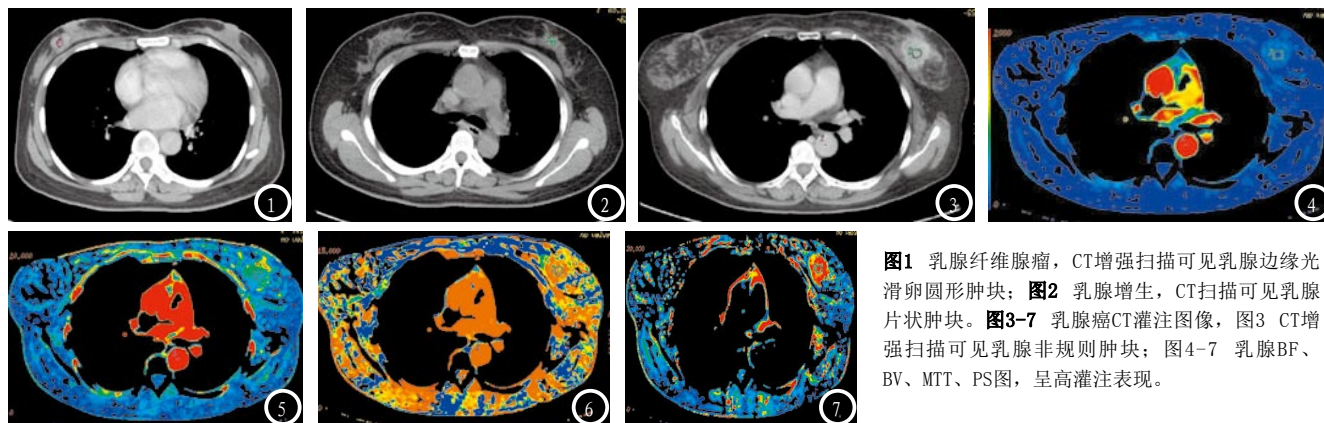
乳腺纤维腺瘤，CT增强扫描可见乳腺边缘光滑卵圆形肿块；图2 乳腺增生，CT扫描可见乳腺片状肿块。图3-7 乳腺癌CT灌注图像，图3 CT增强扫描可见乳腺非规则肿块；图4-7 乳腺BF、BV、MTT、PS图，呈高灌注表现。
